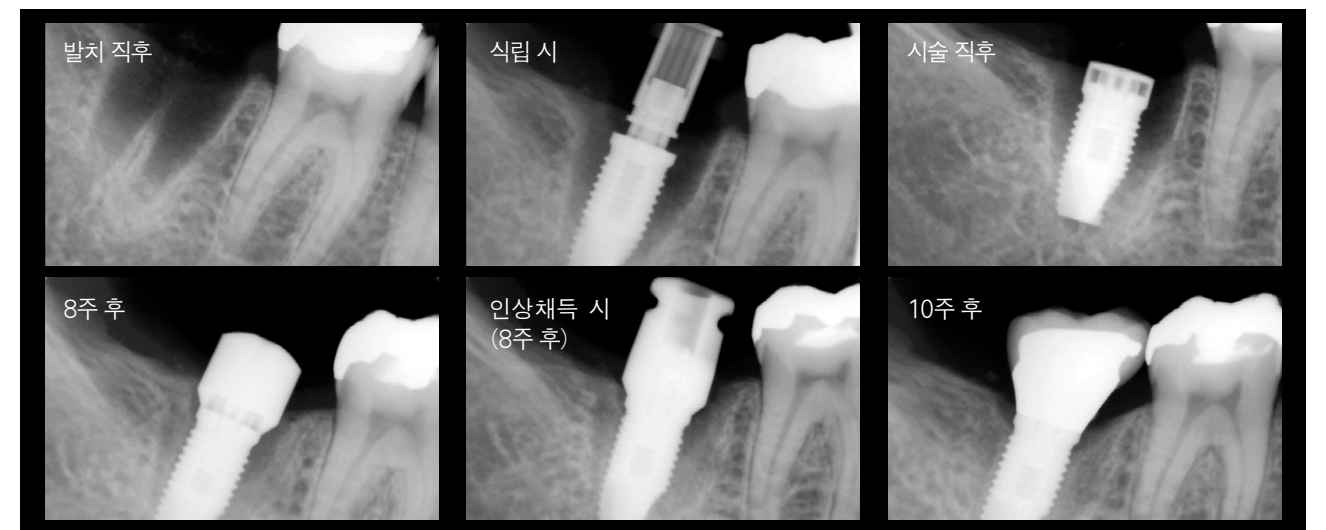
술전으로부터 시술 후 10주의 방사선사진 모습에 의한 골의 치유 경과.
